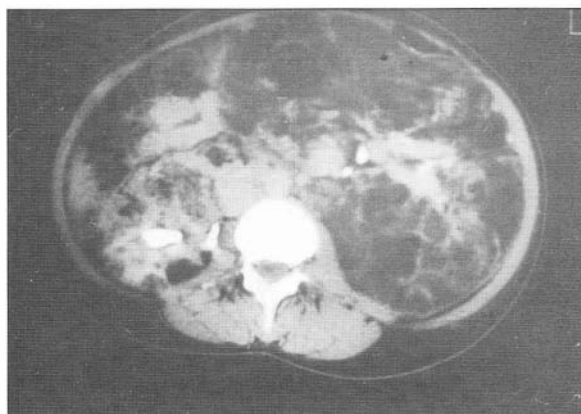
TAC Abdominal (masa retroperitoneal con sangrado activo).
